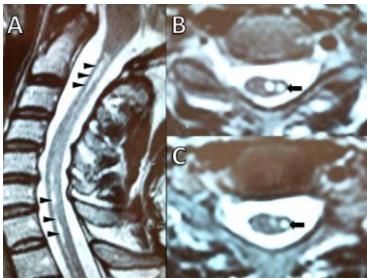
Mid-sagittal T2-weighted magnetic resonance imaging (MRI) scan (A) showing a syringomyelia in the cervical spinal cord at the C1-T1 level. There is a marked increase in the size of syrinx cavity mainly at the C2 and C5-T1 levels (large arrows). This image represents a simple distention of the central canal of spinal cord by an accumulation of cerebrospinal fluid (CSF). However, an accumulation of CSF may dissect into the dorsal horn to form a paracentral cavity, as seen on axial (B and C) T2-weighted MRI scans (small arrowheads).
